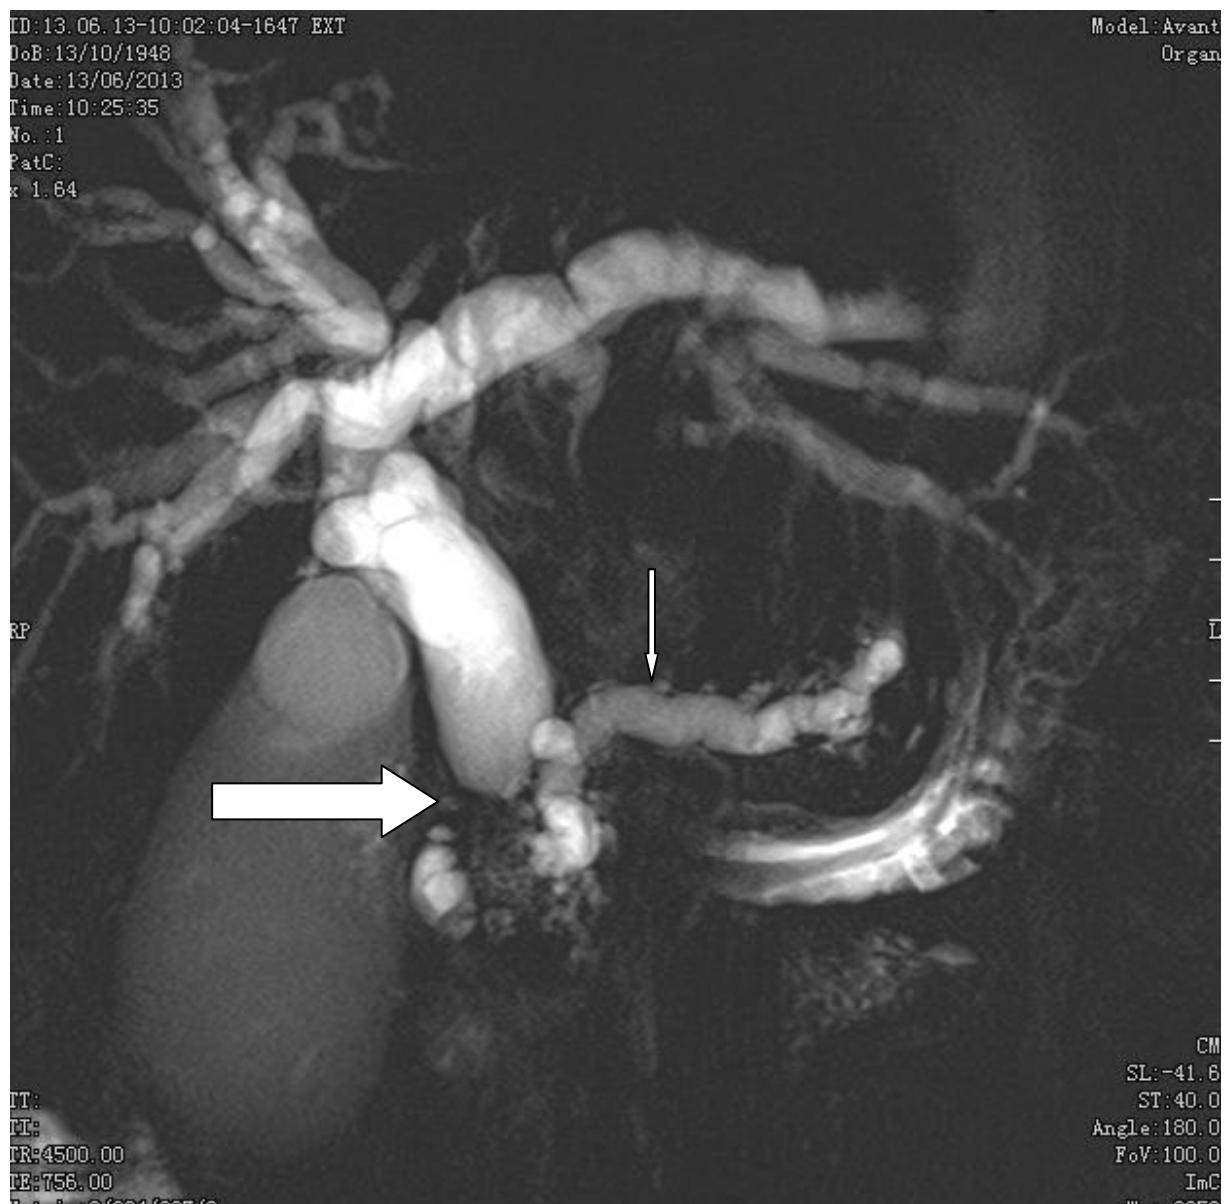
A: Bili-IRM réalisée avec une séquence T2 RARE en projection de 40mm d'épaisseur dans un plan coronal, montrant une dilatation du cholédoque avec arrêt franc « en culot d'obus » (grande flèche) et du wirsung (petite flèche) en amont d'une tumeur pancréatique. (Hôpital Principal)
